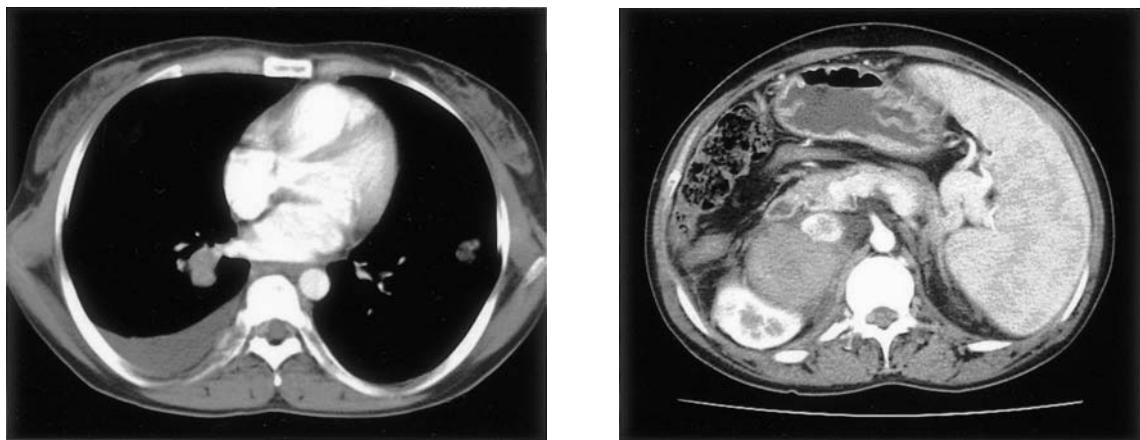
CT findings after 1 year. The axial images of the chest and abdominal CT show pulmonary (A) and right adrenal metastasis (B).
